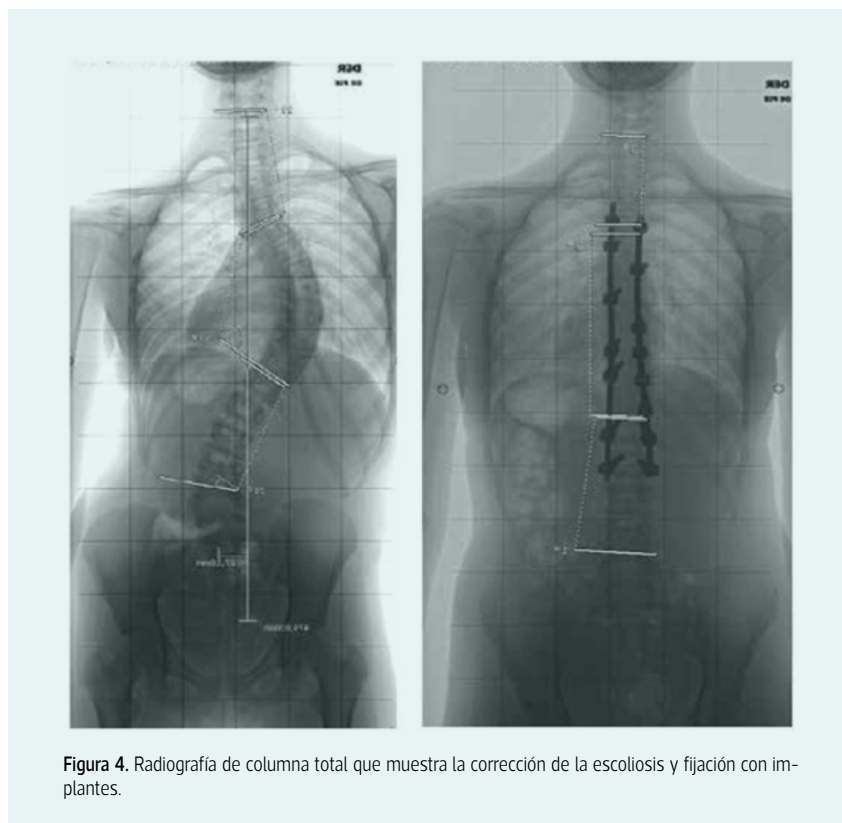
Radiografía de columna total que muestra la corrección de la escoliosis y fijación con implantes.
